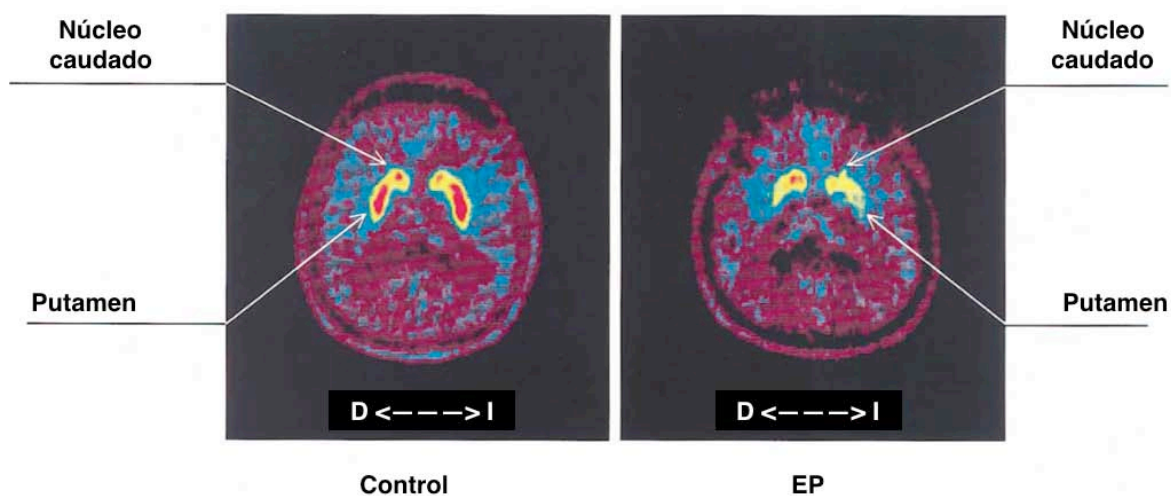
Imagen PET de la captura de FDOPA estriatal en un sujeto normal (control) y en un paciente con EP. Se puede observar que en la EP, la captura de FDOPA está significativamente decrementada en el putamen mientras que en el núcleo caudado está relativamente esparcida. Tomado y adaptado de Thobois et al. (2001).
